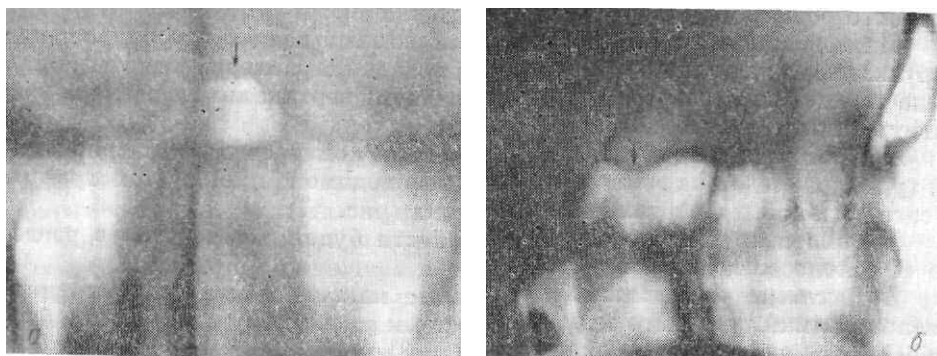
Томограммы турецкого седла во фронтальной (а) и сагиттальной (б) плоскостях. Дно турецкого седла обозначено стрелкой
